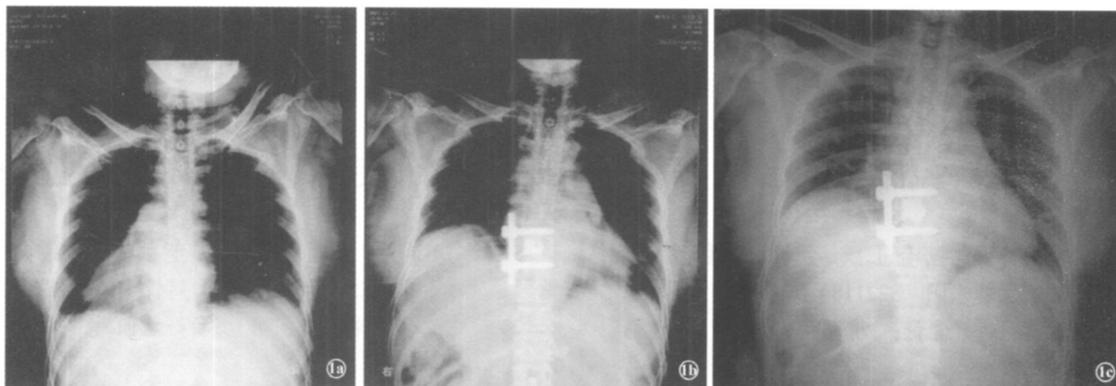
女, 65岁, 宫颈癌 T₈转移, 行 T₈椎体肿瘤刮除骨水泥填充, Monarach 钉棒系统前路内固定 1a 术前 X线片 1b 术后 1周复查 X线片 1c 术后 6个月复查 X线片
